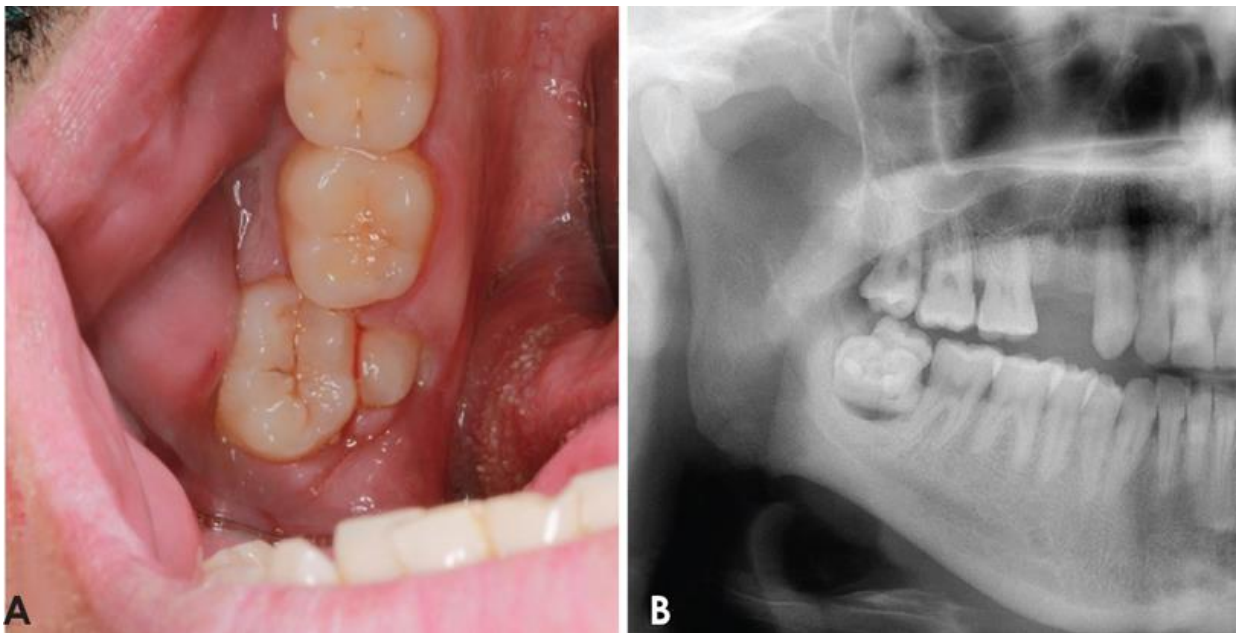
A : vue occlusale intra-orale centrée sur la troisième molaire et la dent supplémentaire fusionnée sur son versant lingual, B : Radiographie panoramique recadrée, montrant les dents fusionnées [55].
